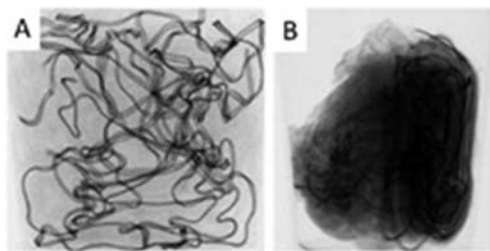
図2に示すように、従来の手術で使用されているガーゼにはすでに銅線が編み込まれている。銅線はX線を多く吸収するため、図3に示すように、X線撮影によって可視化できる。こ
